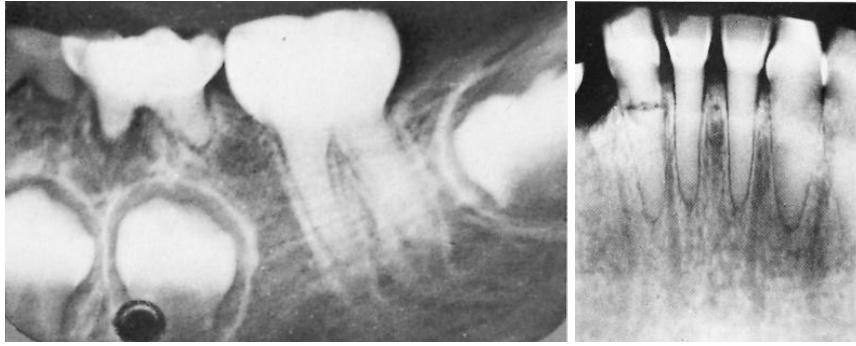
Radiographic image of dentinogenesis imperfecta: the root canals are extremely constricted, nearly closed, and root fractures are also observed.
